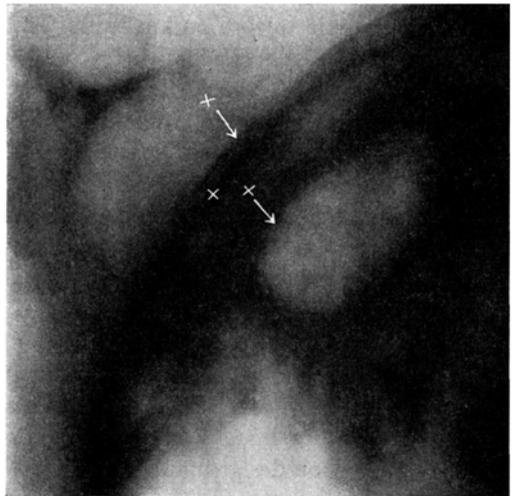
Tomographie d'une affection tuberculeuse du lobe pulmonaire supérieur droit. x côtes; x x caverne tuberculeuse.
